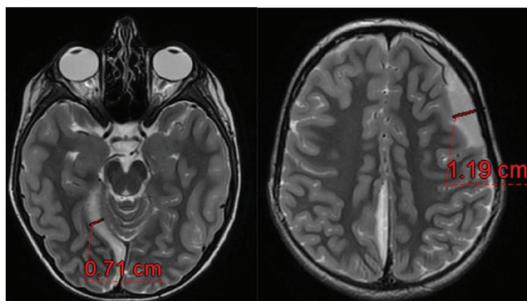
Resonancia magnética en corte axial en T2 mostrando empiema subdural.
